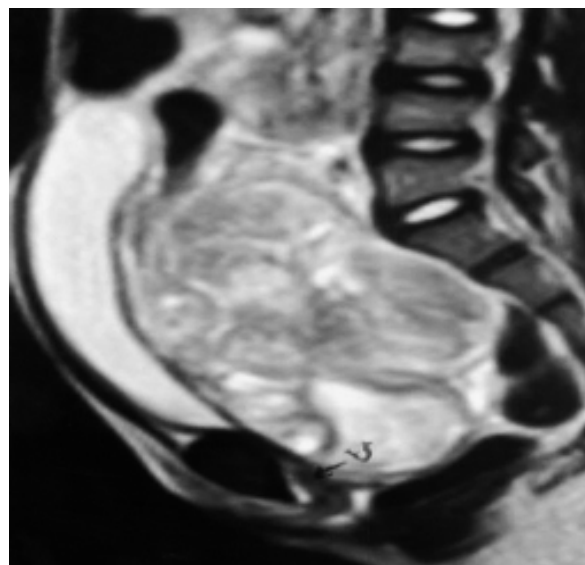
IRM T2 montrant une masse pelvienne hétérogène avec des composantes nécrotiques, déplaçant la vessie et l'utérus en avant (tumeur du sac vitellin) [54]
